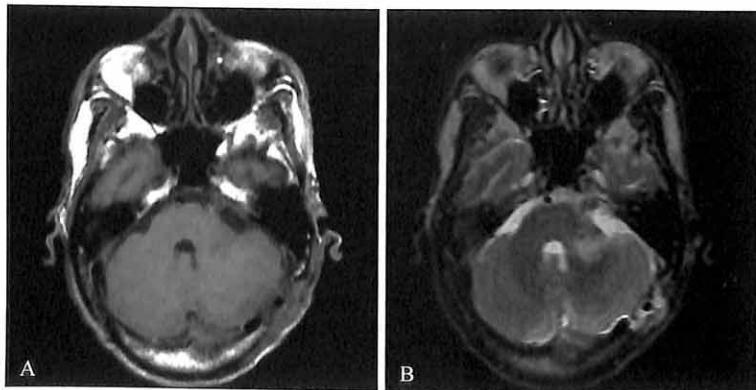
左侧三叉神经瘤术后 MRI 复查显示左侧桥臂水肿呈长 T₁ (A) 长 T₂ (B) 异常信号影
